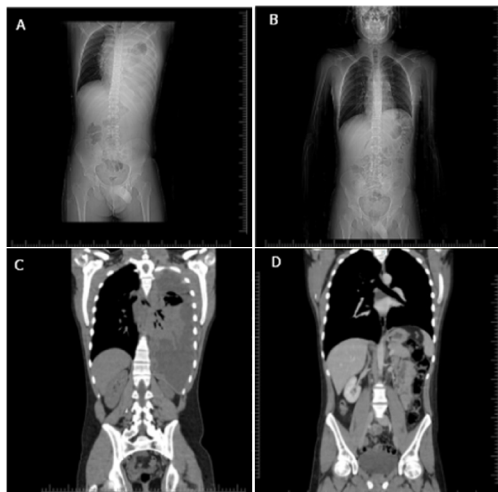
Comparação entre a tomografia de tórax do diagnóstico (A e C) e pós-quimioterapia (B e D) mostrando completa regressão da massa mediastinal. C e D mostram a compressão extrínseca da artéria pulmonar e o posterior alívio do trajeto no controle pós-tratamento.
